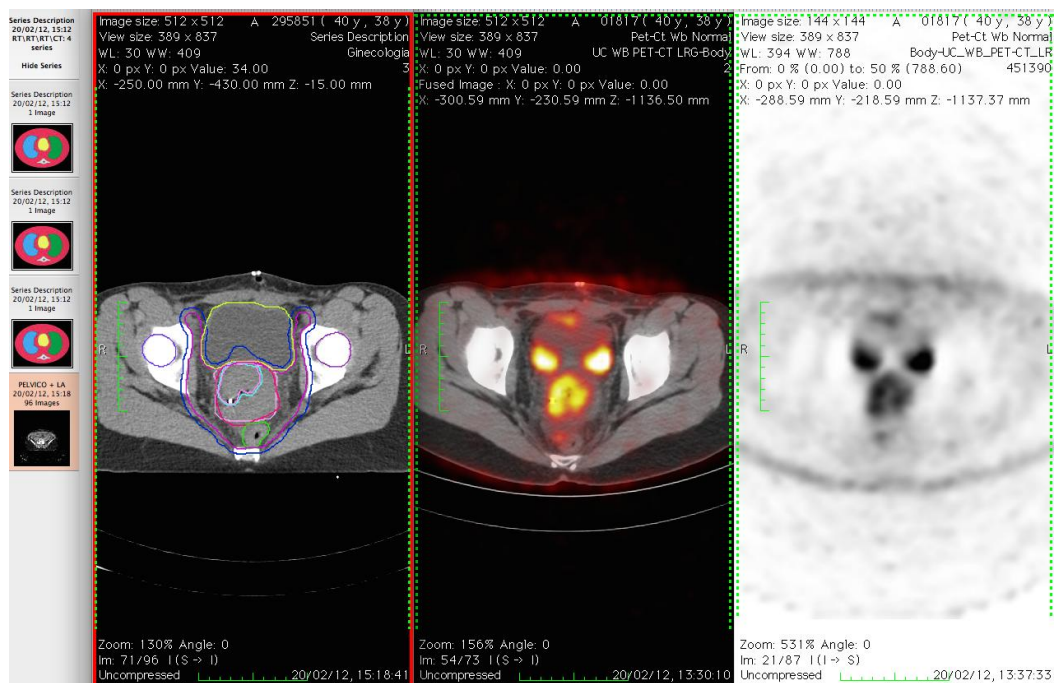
Sincronização de imagens de TC de planeamento, PET/CT e PET (OsiriX®)
